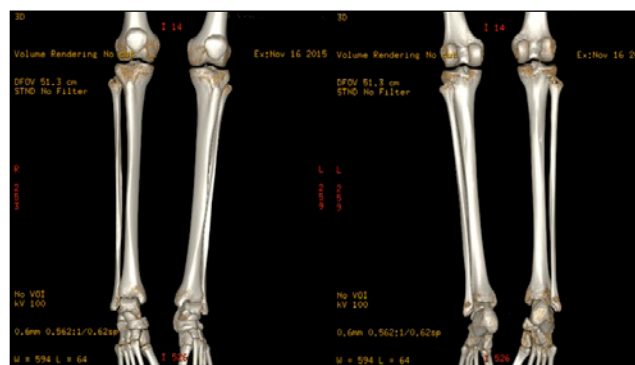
Reconstrucción tridimensional de tomografía computerizada de miembros inferiores, tras tres meses de tratamiento, sin alteraciones patológicas.
